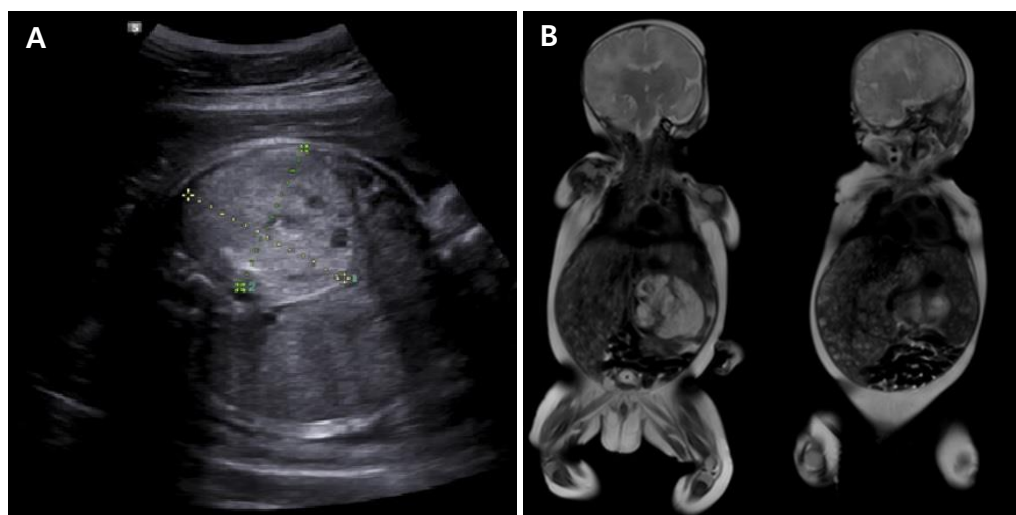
(A) Fetal ultrasonography. 5.3×4.8 cm left suprarenal mass was detected at gestational age 31⁺⁵ weeks. (B) Whole body magnetic resonance imaging. Six cm sized left suprarenal encapsulated heterogenous mass and disseminated numerous small nodular lesions in enlarged liver was detected.
